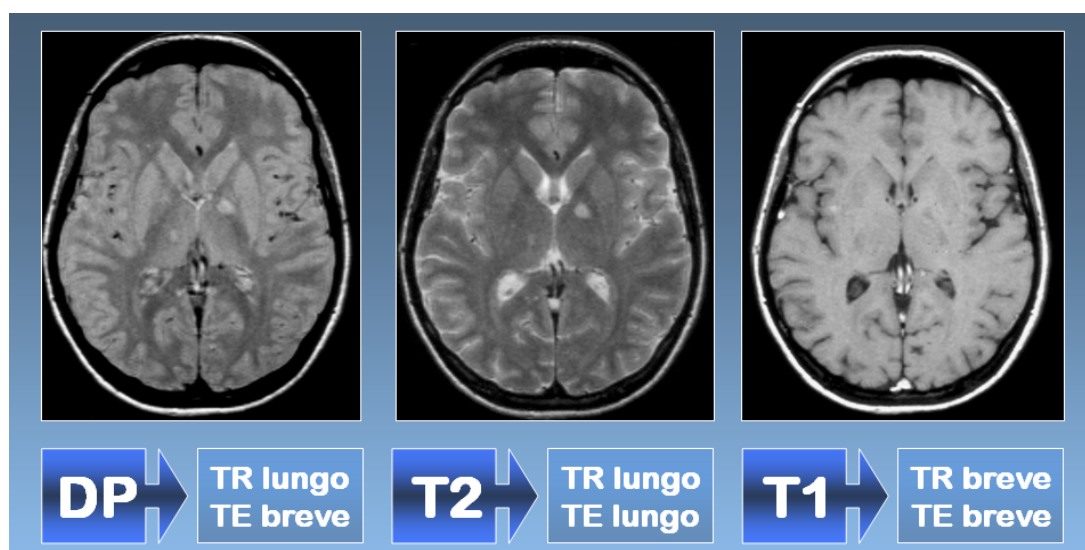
Studio RM di sezione trasversale encefalica. La variazione di TE e TR sposta la pesatura di contrasto da una grandezza all'altra: a destra, TE 20 ms, TR 700 ms, immagini T1-pesate. TE 150 ms, TR 2000 ms, immagini T2-pesate. TR lungo e TE breve spostano il contrasto verso la DP.
